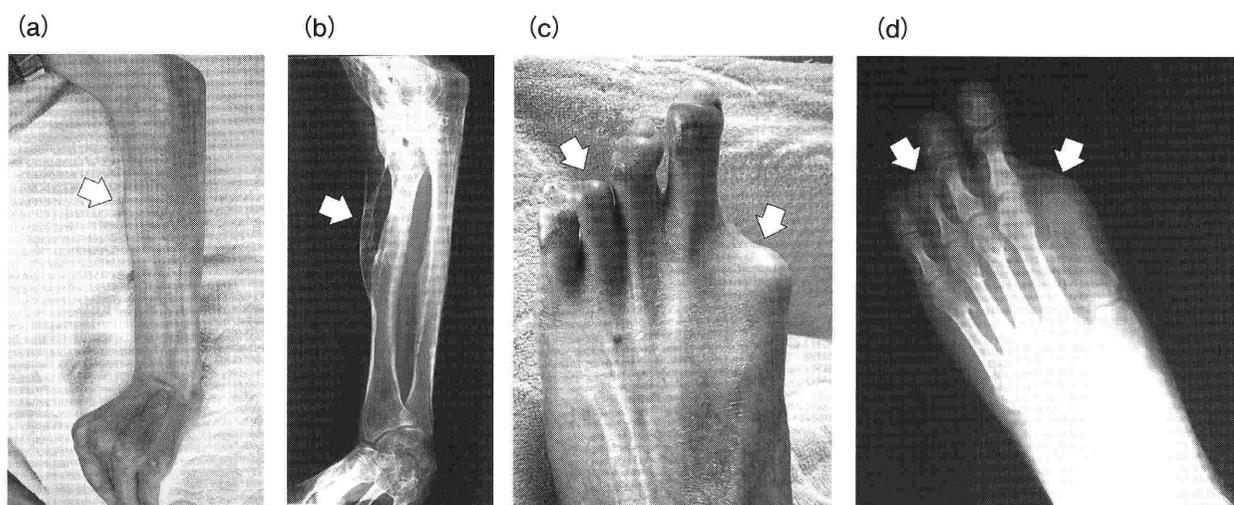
FOP患者に認められる関節の拘縮と異所性骨化とそのX線像(矢印)(a, b). 足趾に認められる先天性の第1・4指欠損とそのX線像(矢印)(c, d)を示す。
